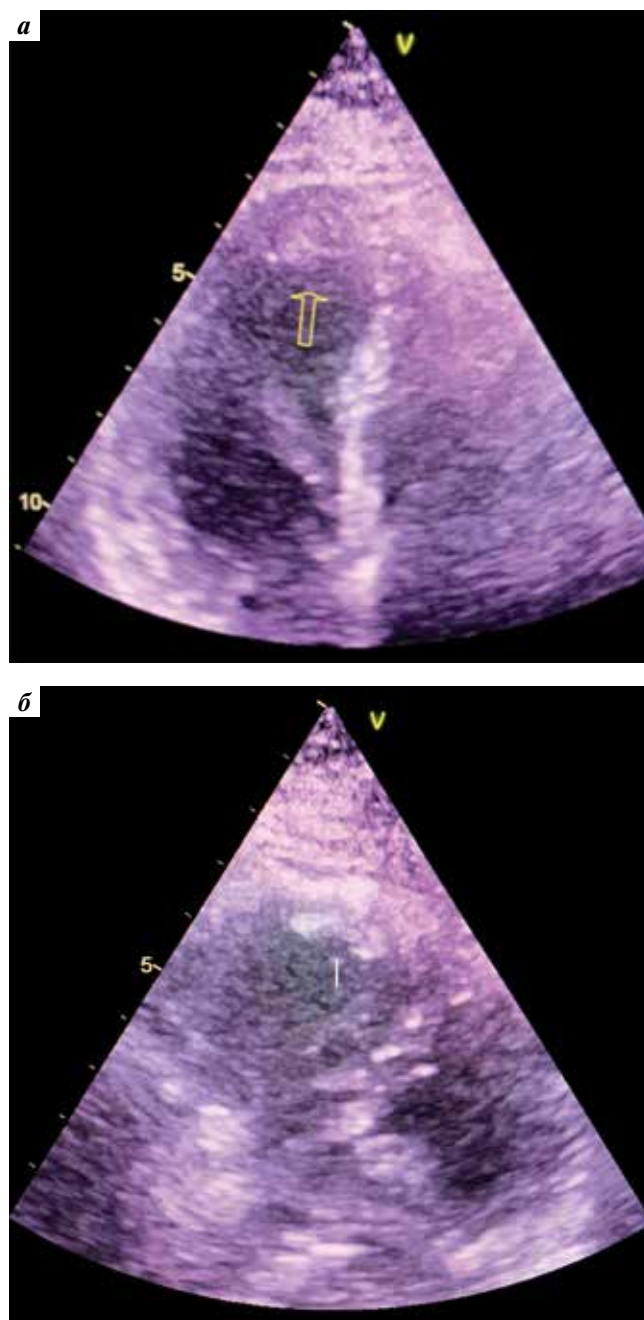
Эхокардиография: а — тромбоз верхушки левого желудочка; б — тромбоз верхушки правого желудочка
